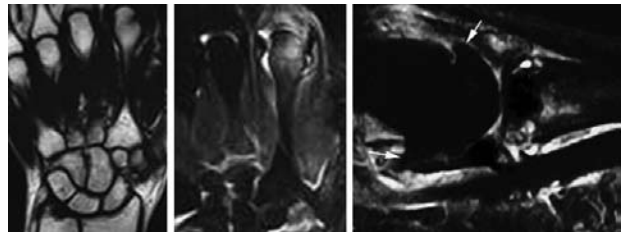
Характерні зміни при ПА кисті на фрагментах МРТ
